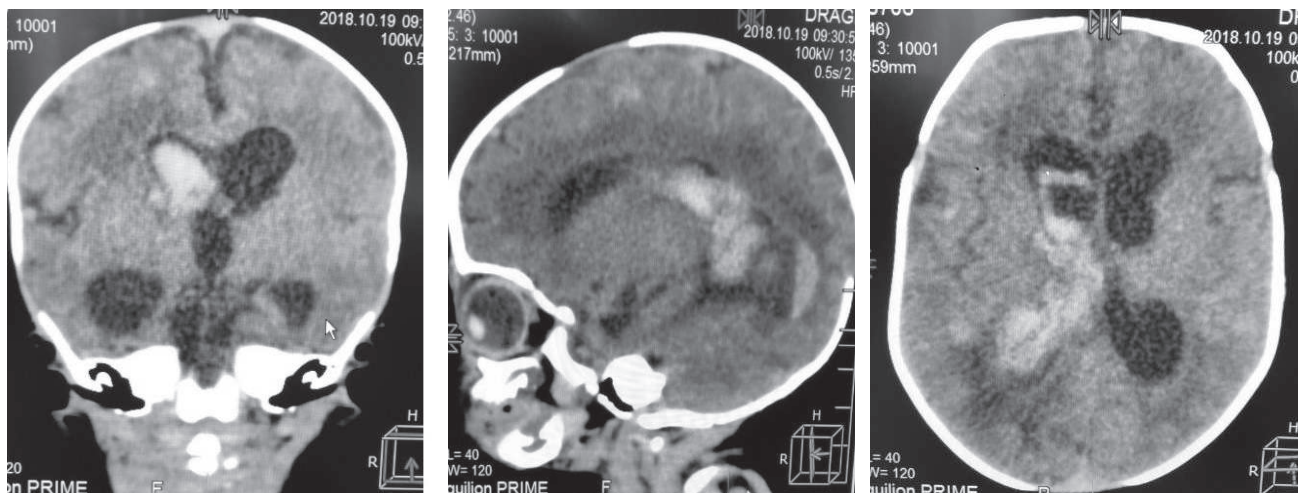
Cranial CT: Intraventricular hemorrhage in the acute-subacute stage
